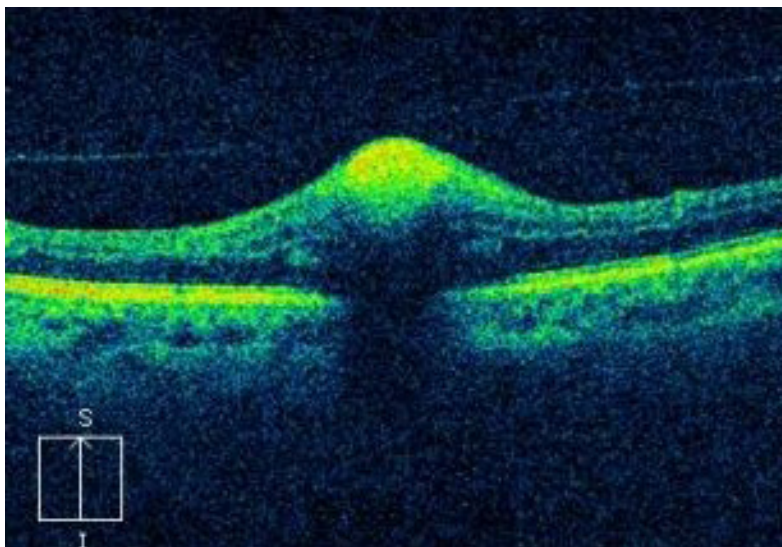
Tomografia de coerência óptica (OCT). Corte óptico na área do macroaneurisma, evidenciado por lesão arredondada no centro do corte óptico e com imagem de atenuação posterior.
